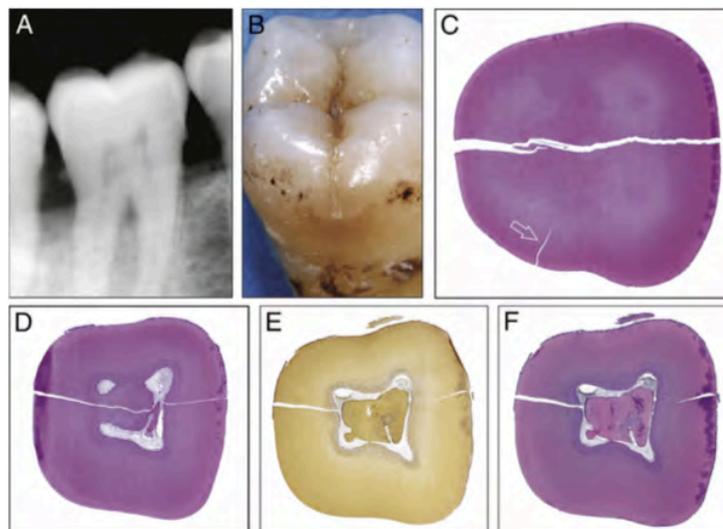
Coupe axiale d'une deuxième molaire mandibulaire, présentant initialement une fêlure mésio-distale sur la surface occlusale, associé à une symptomatologie aigüe avec des douleurs spontanées. L'image radiographique montre une souffrance parodontale et la présence d'un pulpélite. Les coupes illustrent bien la perméabilité variable mais non négligeable de ces fissures. (41)
